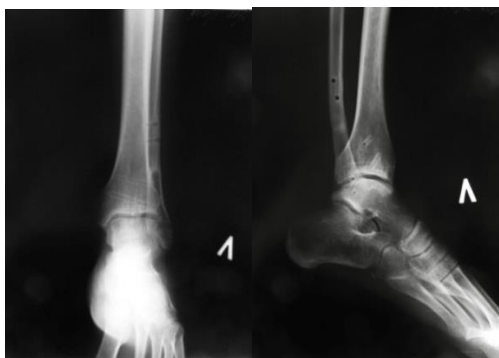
Тот же пациент. Рентгенограммы через 1 год после операции.
